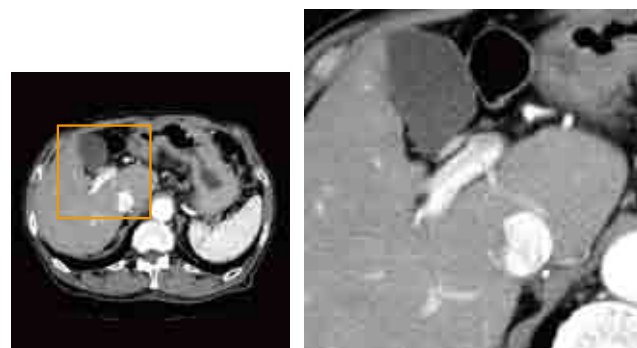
肝細胞がんの多時相CTによる造影剤濃染パターン
